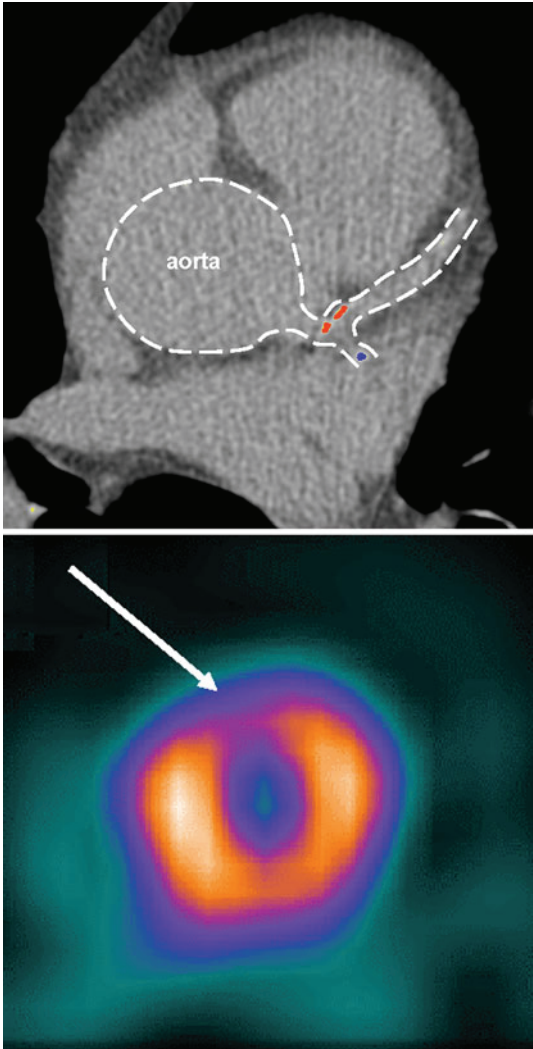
Examples of MDCT (above) and SPECT (below) results in a patient with elevated aCL IgG (26.11 RU/ml), elevated anti β 2GPI IgG (3.66 RU/ml) and positive lupus anticoagulant test
